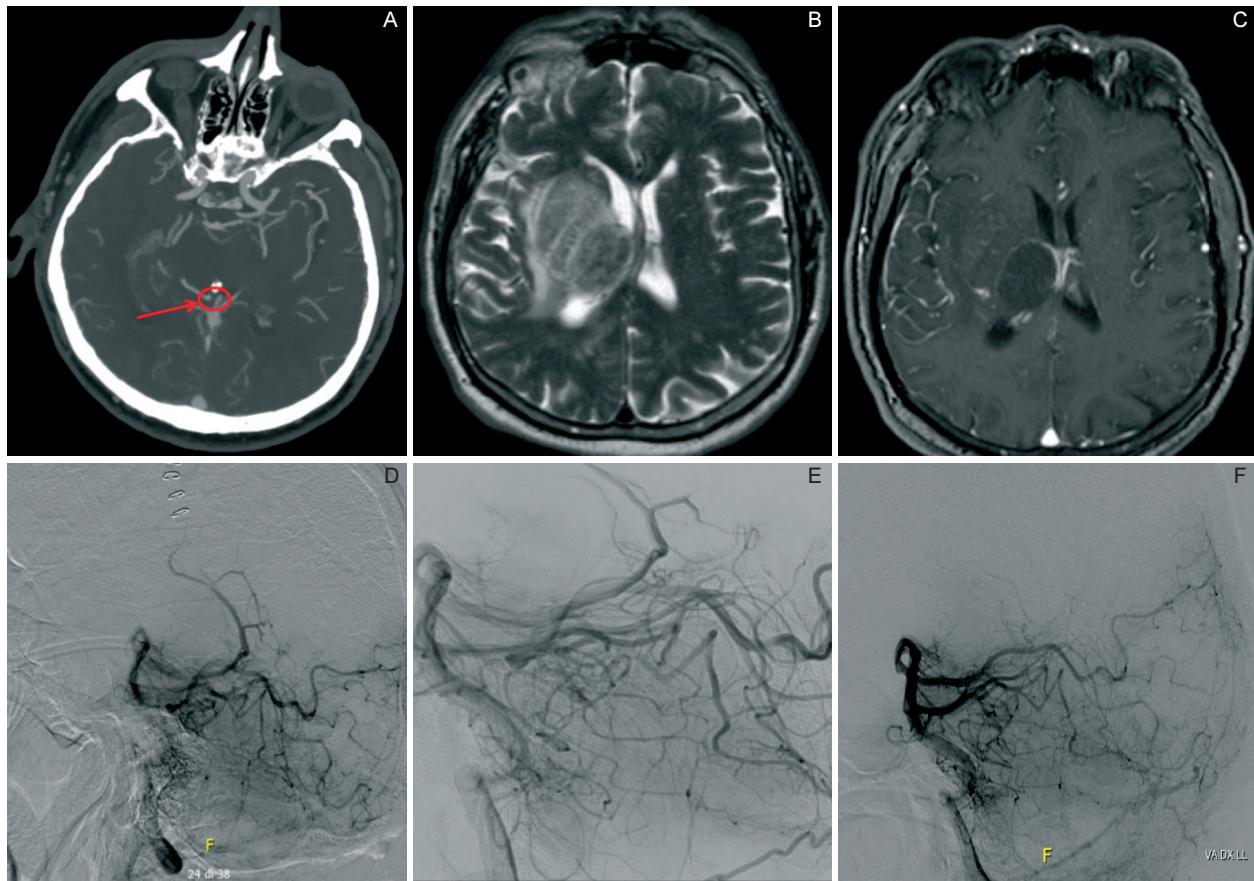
RM di presentazione in T2 e T1 con mezzo di contrasto (A, B). Angio-TC venosa con riscontro di sospetta trombosi venosa eseguita dopo la biopsia (C). Angiografia diagnostica (D), dopo embolizzazione con persistenza di opacizzazione della vena cerebrale interna di destra (E) e dopo esclusione chirurgica (F).
